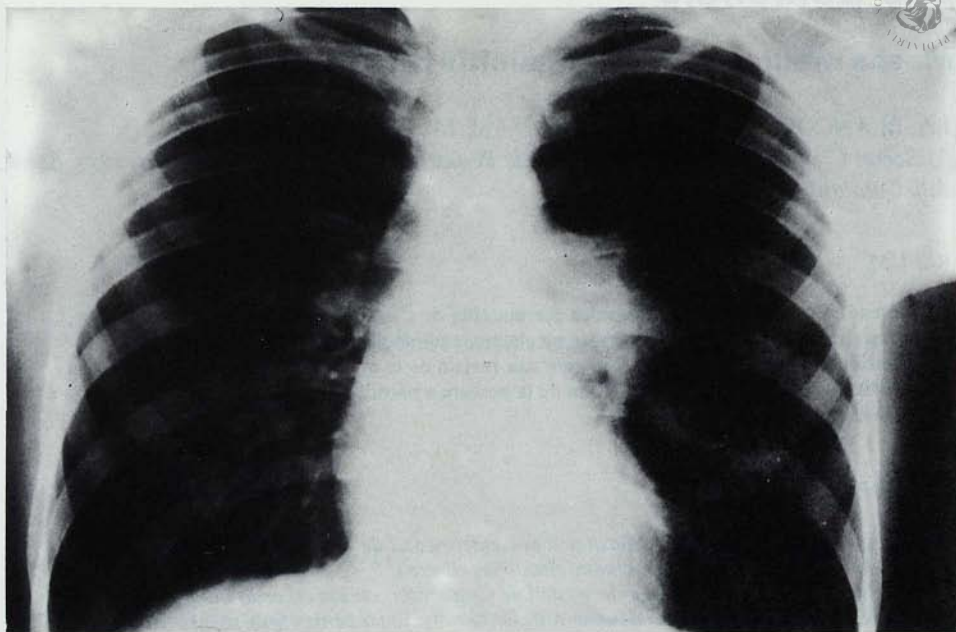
Radiografia simple tòrax abans dels tractament.
